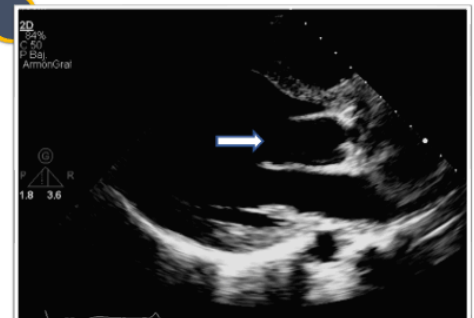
Ecocardiograma transtorácico post-operatorio.
